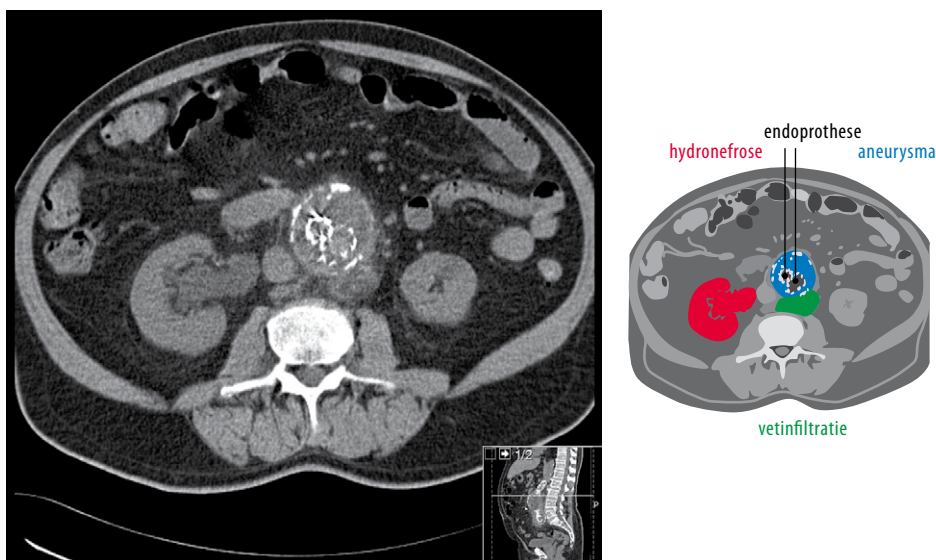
Transversale opname van 18-fluorodeoxyglucose(FDG)-PET-CT-scan van het abdomen van patiënt A, ter hoogte van lumbale wervel L_{iv}. De endoprothese ligt in het oorspronkelijke aneurysma van de aorta. Er is intense opname van FDG ter plaatse van de dorsale zijde van de aneurysmamantel en de periaortale vetinfiltratie.
